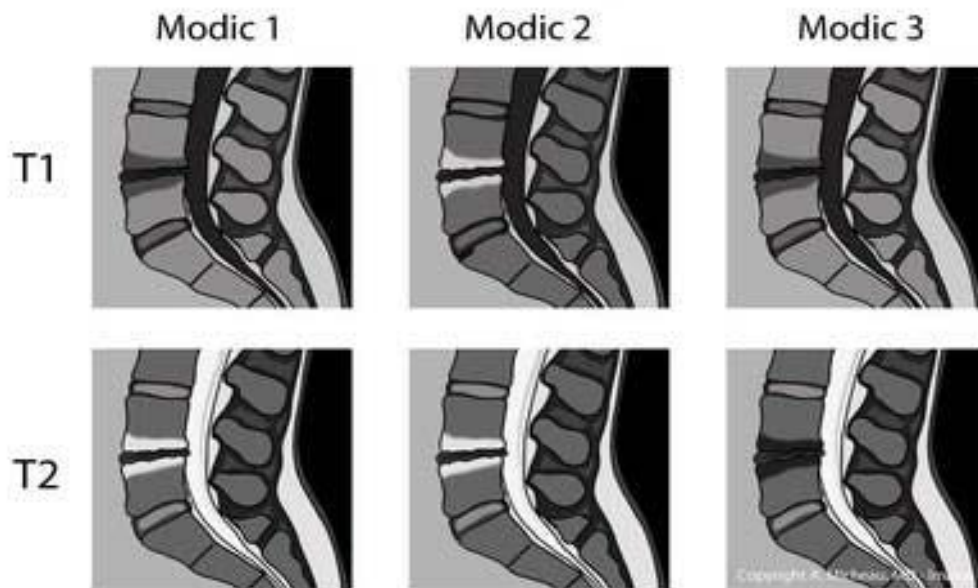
Les changements Modic sur l'IRM [55]
